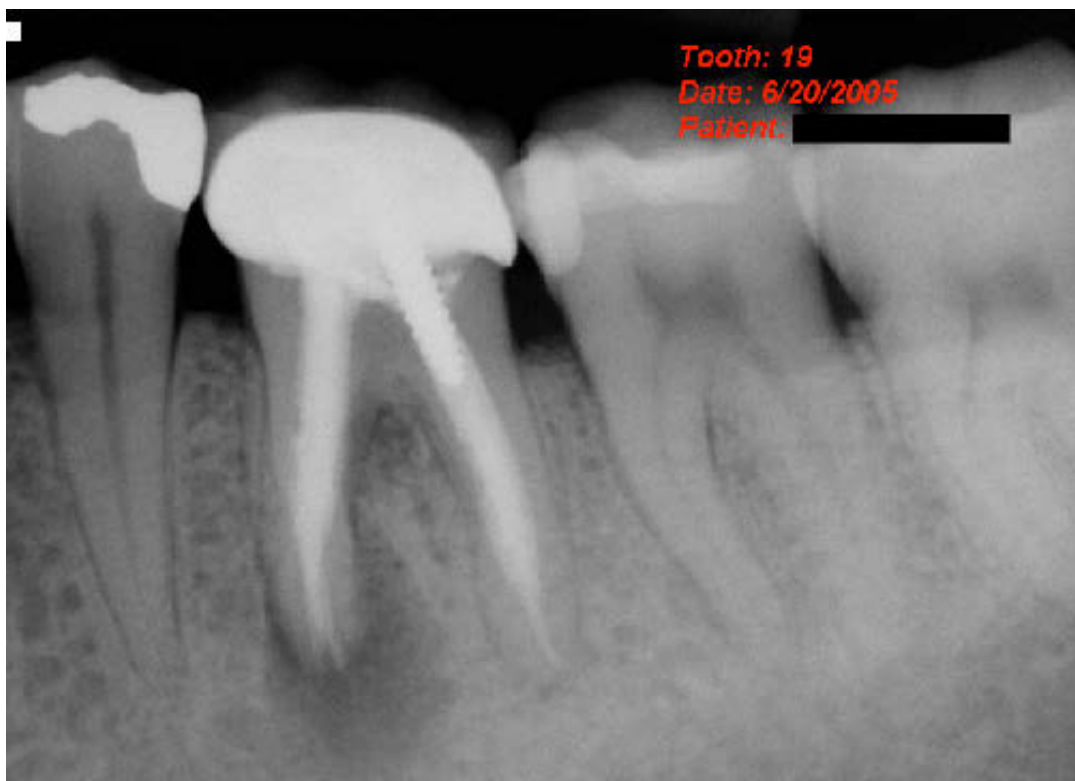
Röntgen-Kontrollaufnahme aufgrund zunehmender klinischer Symptomatik sowie radiologisch erkennbarer periradikulärer Knochenläsion (20.06.2005).
